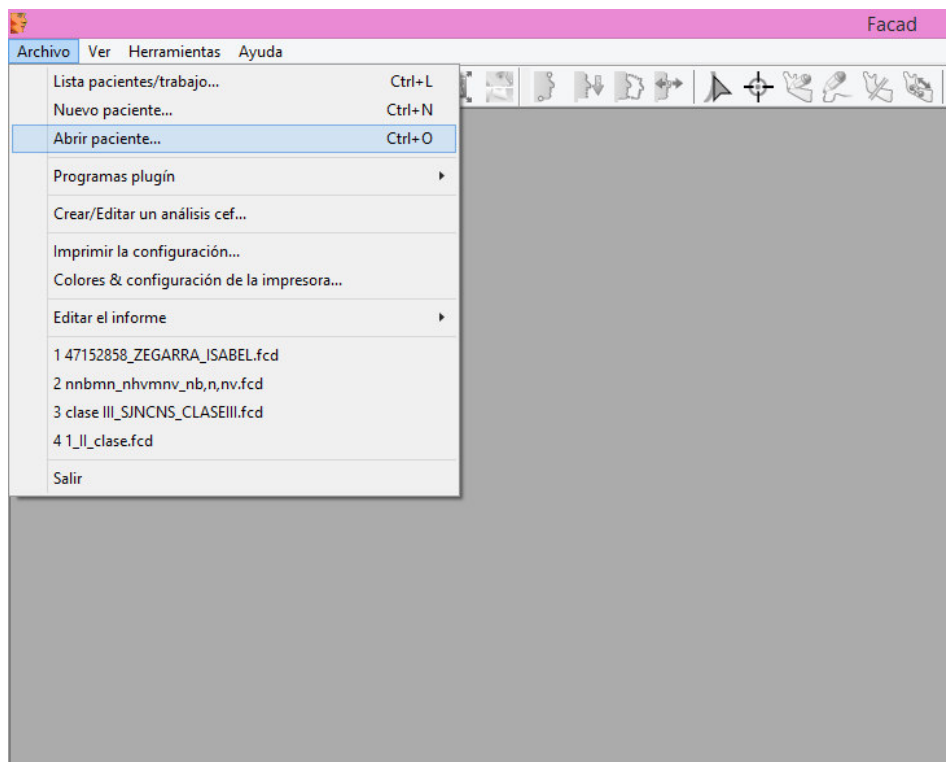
insertar la radiografía al programa
